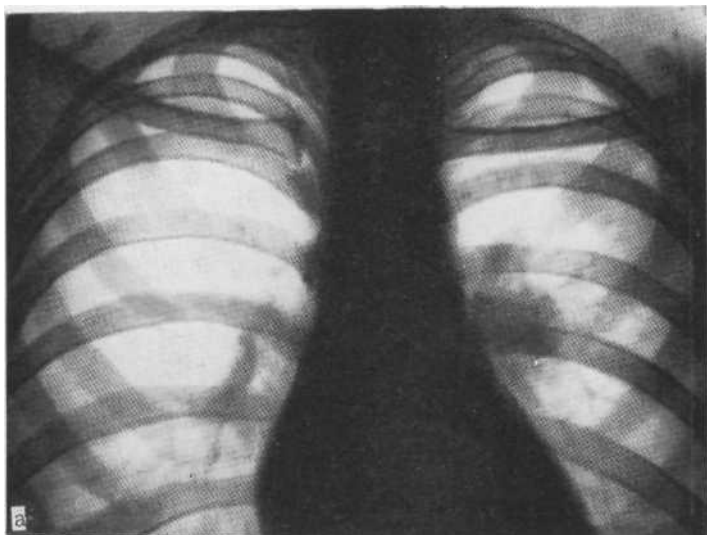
Обзорная рентгенограмма (а) и томограмма в боковой проекции (б) — левосторонний первичный комплекс. Увеличены бронхопульмональные лимфатические узлы слева. В VI сегменте пневмиеподобное затемнение — лёгочный компонент первичного комплекса.
